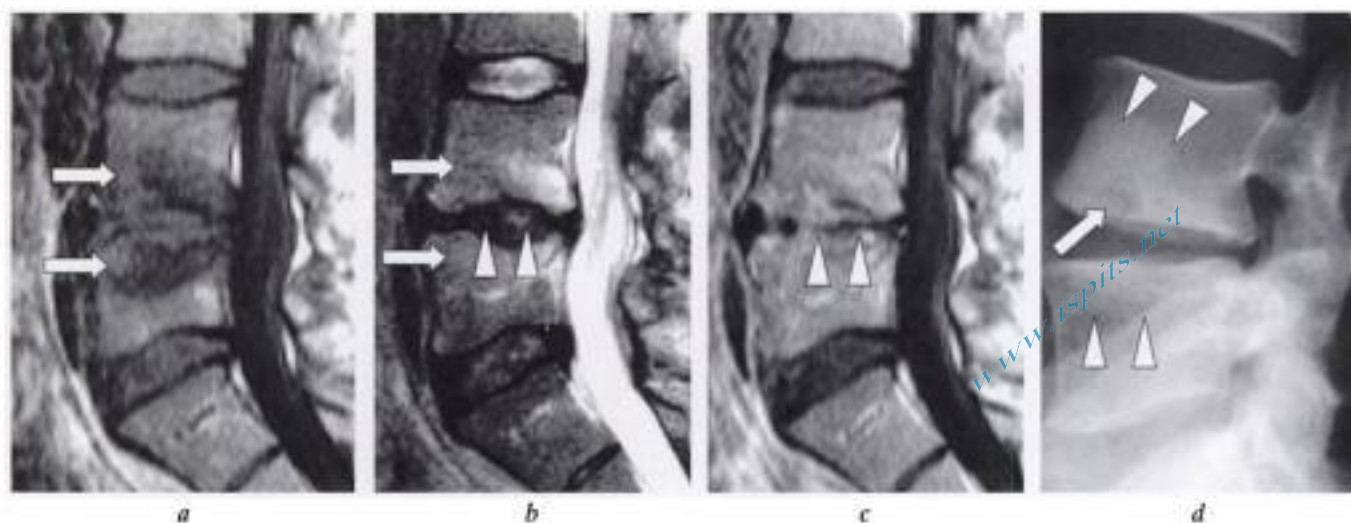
Discopathie mécanique « active » ressemblant à une spondylodiscite en IRM.
